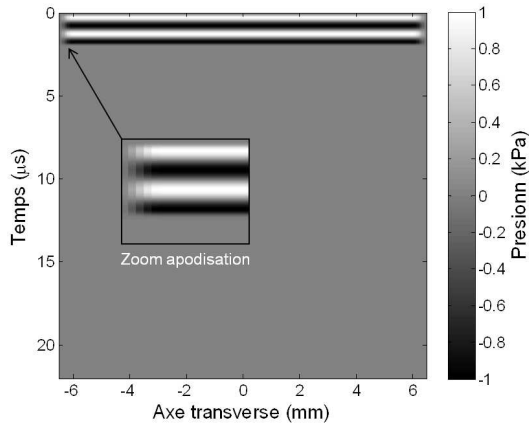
Impulsion ultrasonore émise le long des points d'émission.
